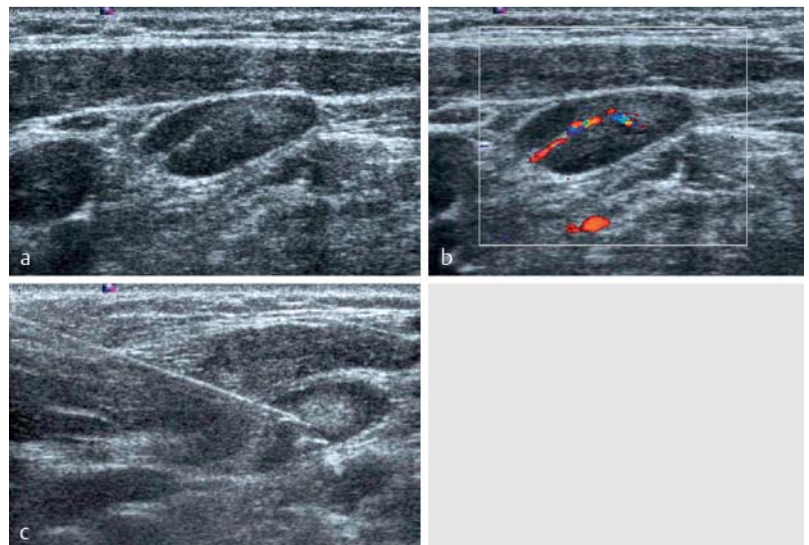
Transverse sections of a hyperplastic lymph node (short-axis diameter 7 mm) on the left in the middle cervical region in a patient with breast cancer. The lymph node was described on computed tomography as suspicious for metastasis. a B-mode image with uniform cortical structure and narrow hyperechoic hilum (preserved sonographic lymph node architecture). b Color Doppler sonographic image (7.3 MHz, 900 PRF, 50 WF) with proper hilar vascular pattern. c Ultrasound-guided core biopsy (18 G) for confirmation of the diagnosis.
